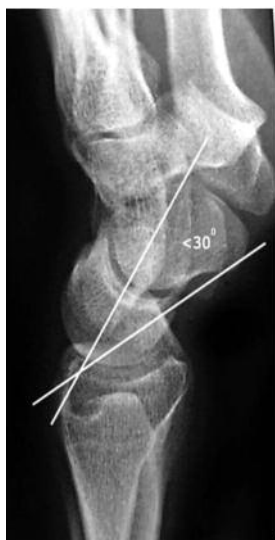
Сгибательная (ладонная) нестабильность ЛЗС (VISI): а — изображение с сайта: <http://www.radiologyassistant.nl/en>; б – рентгенограмма пац. 16 лет после травмы ЛЗС (ладьевидно-полулунный угол – 18 град.)
